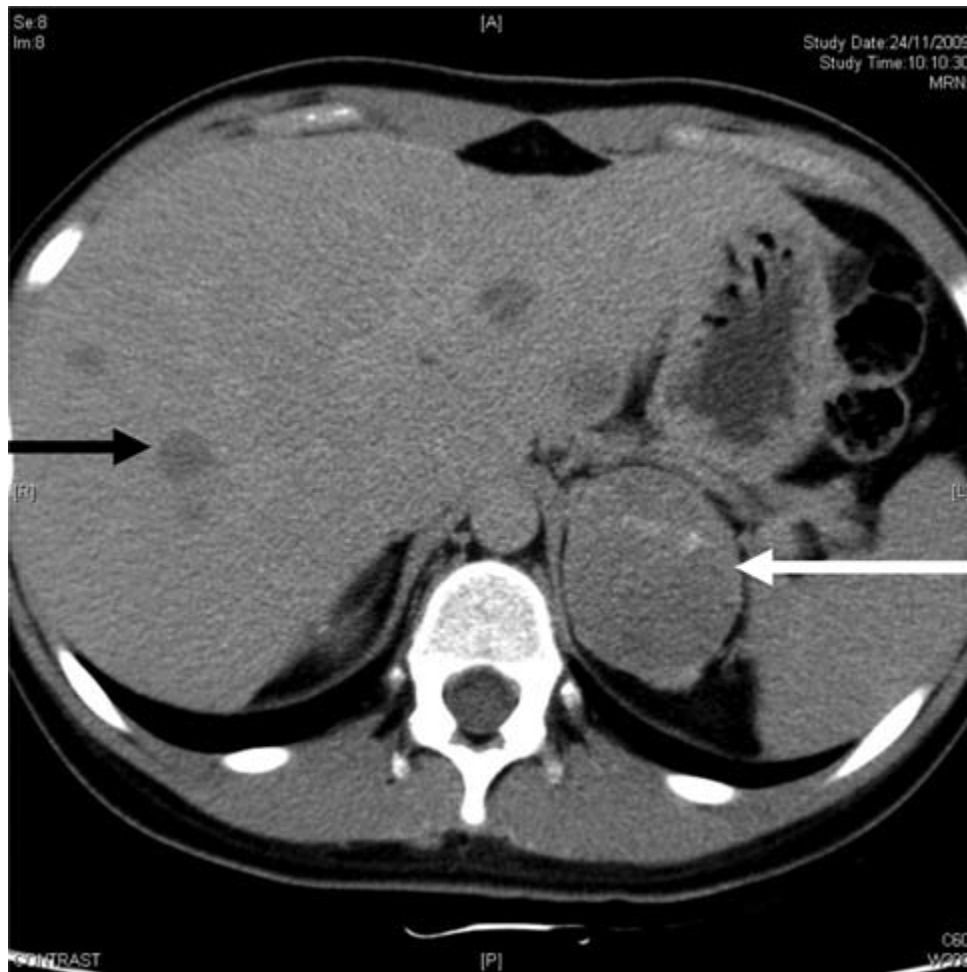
TDM abdominale coupe axiale réalisée chez une fille de 12 ans porteuse d'un cs métastatique
